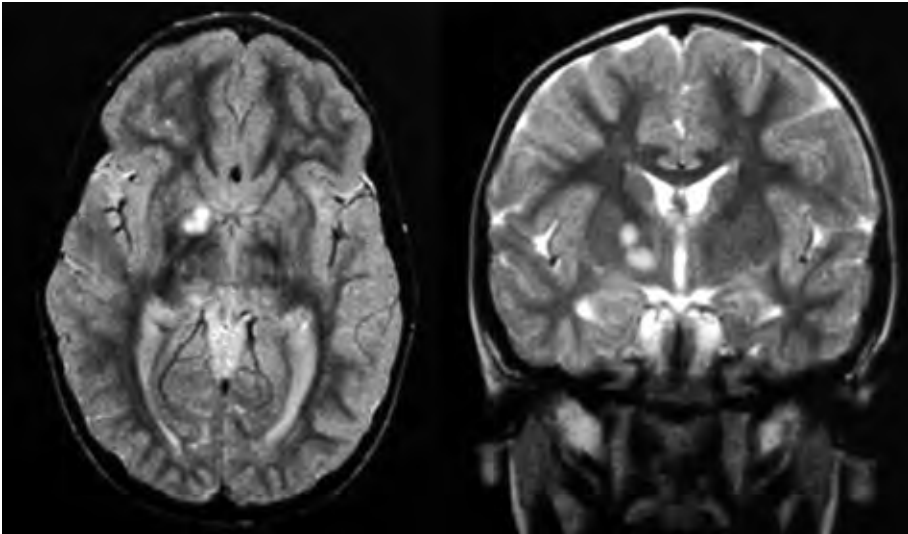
Imagen RMN de un paciente con neurofibromatosis
